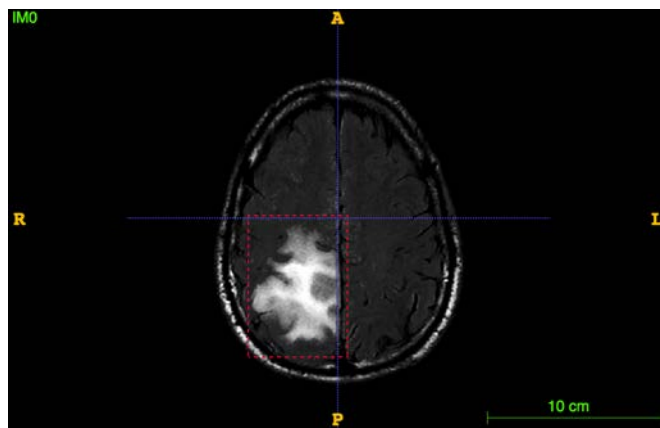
Exemple d’une ROI définie sur une IRM en pondération FLAIR du test.
